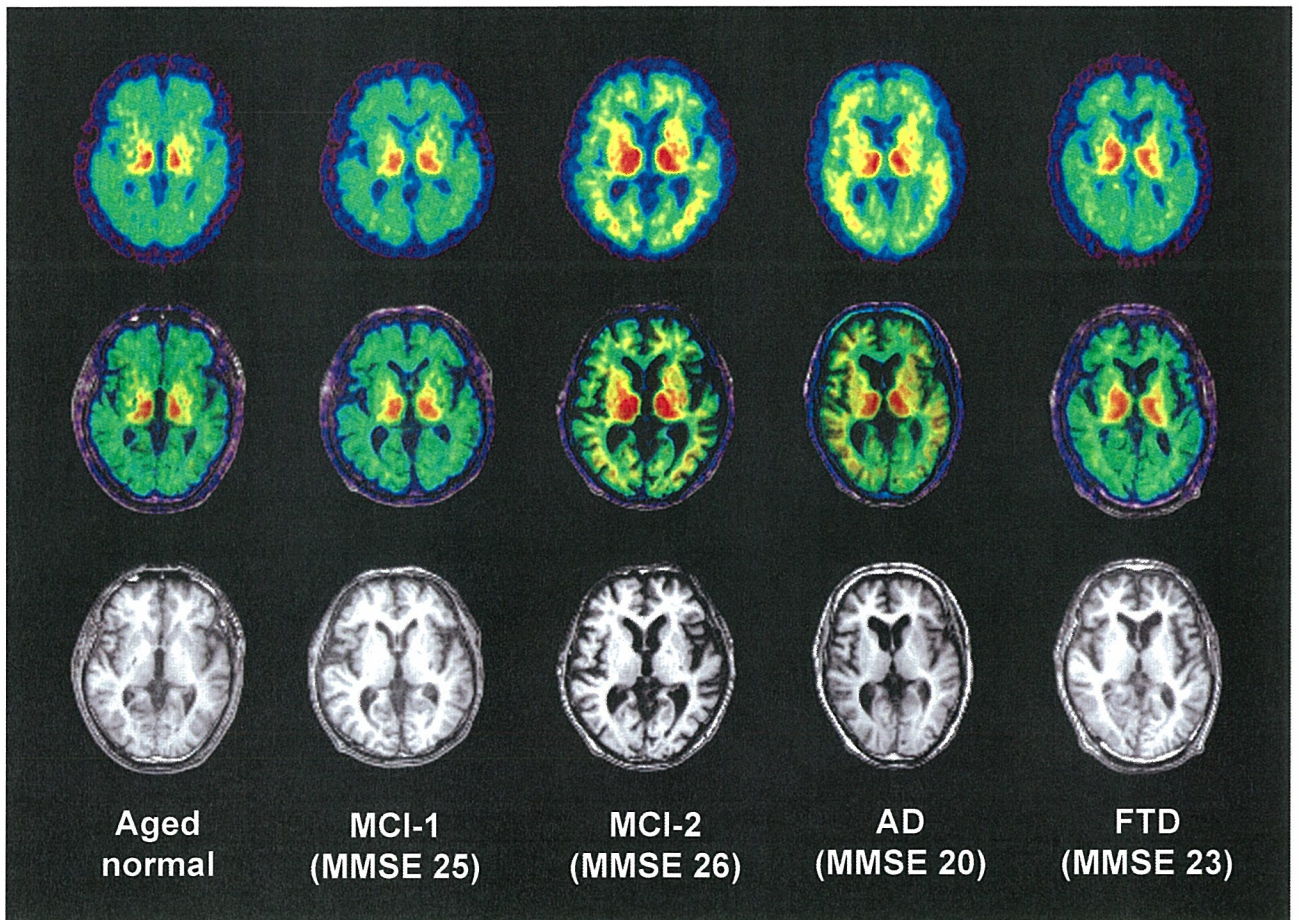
健常高齢者 (Aged normal)、軽度認知障害 (MCI) 2 名、アルツハイマー病 (AD) 患者、前頭側頭葉型認知症 (FTD) 患者の $[^{11}\text{C}]\text{BF-227}$ PET 画像 (投与 20~40 分後の SUV 加算画像)
